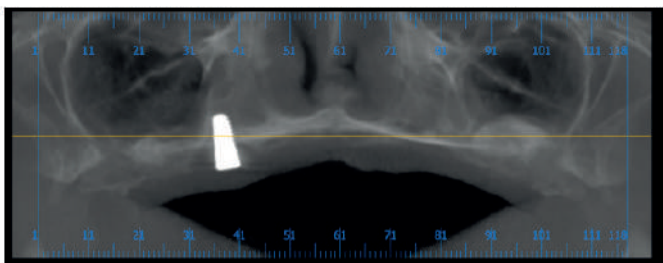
Tomografia computadorizada pós-operatória
